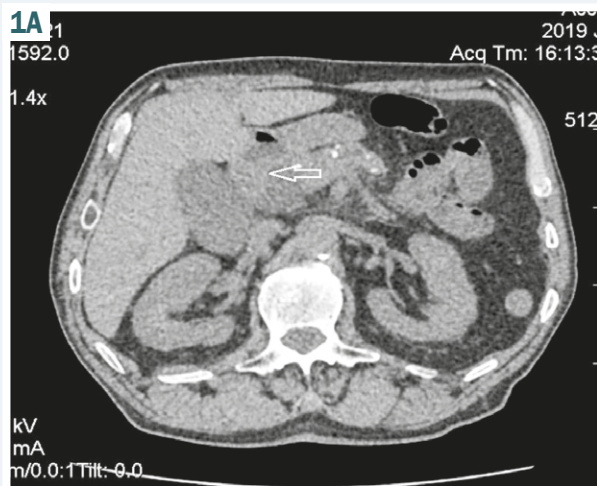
А. КТ-скан хворого З. на парадуоденальний панкреатит у поєднанні з хронічним калькульозним панкреатитом. Потовщення фіброзної пластини між голівкою ПЗ і дванадцятипалою кишкою (позначено стрілкою). Б. КТ-скан хворого Л. на парадуоденальний панкреатит у поєднанні з хронічним калькульозним панкреатитом. У зоні панкреатодуоденальної борозни видно кісти, розділені септою на компартменти. Просвіт ДПК чітко не визначається (позначено стрілкою).
